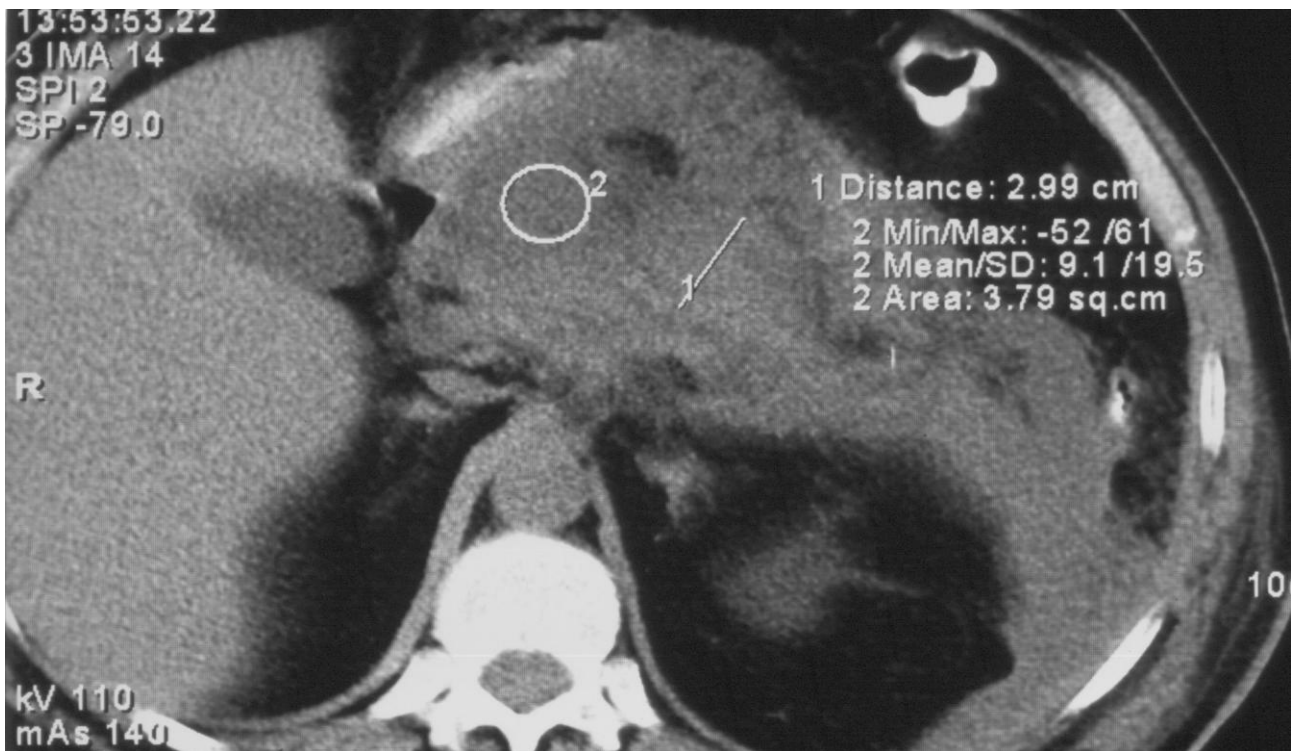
Контрастно–підсилена комп’ютерна томограма. Хворий В., 52р., карта стаціонарного хворого № 1029104. Субтотальний панкреонекроз (головка, тіло). 1. – розмір тіла підшлункової залози; 2. – секвестр головки підшлункової залози, що не поглинає контраст
